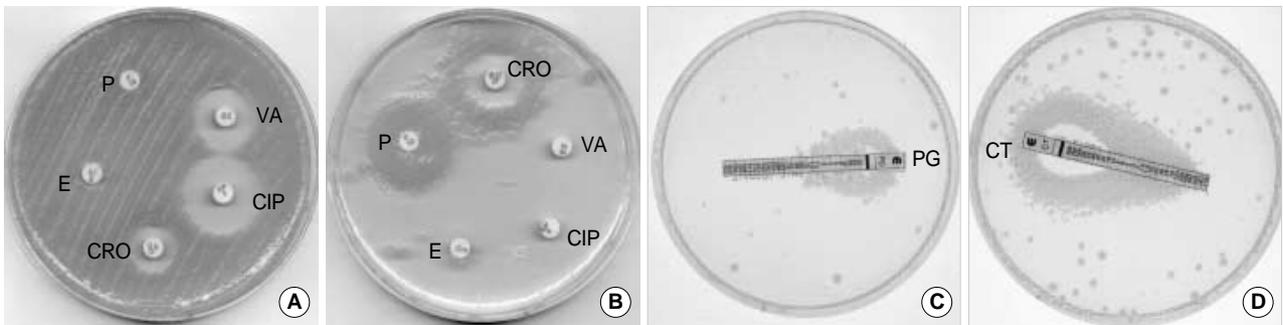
Antimicrobial susceptibility tests with penicillin (P), ceftriaxone (CRO), erythromycin (E), vancomycin (VA), and ciprofloxacin (CIP) disks for  $\beta$ -lactam-independent *Bacillus cereus* isolated on hospital day 1 (A) and  $\beta$ -lactam-dependent *B. cereus* isolated on hospital day 3 (B).  $\beta$ -lactam-dependent isolates showed growth only around the penicillin or ceftriaxone disk. The results of E test with penicillin (C) and cefotaxime (D) showed the degree of  $\beta$ -lactam-dependence. The  $\beta$ -lactam-dependent isolate required a minimum of 0.064  $\mu$ g/mL of penicillin (PG) or 0.023  $\mu$ g/mL of cefotaxime (CT) for growth.
